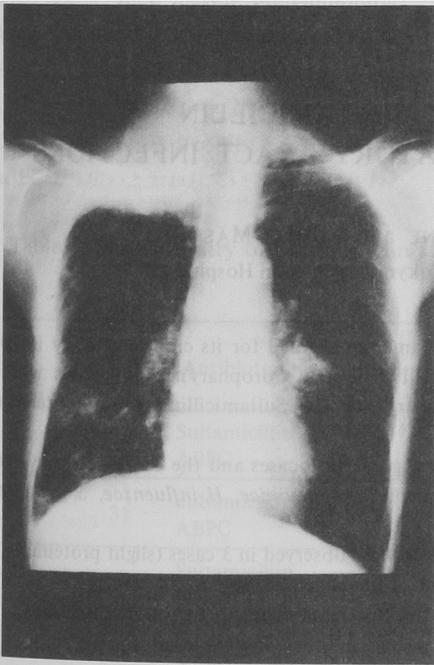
Roentgenogram of case 7
